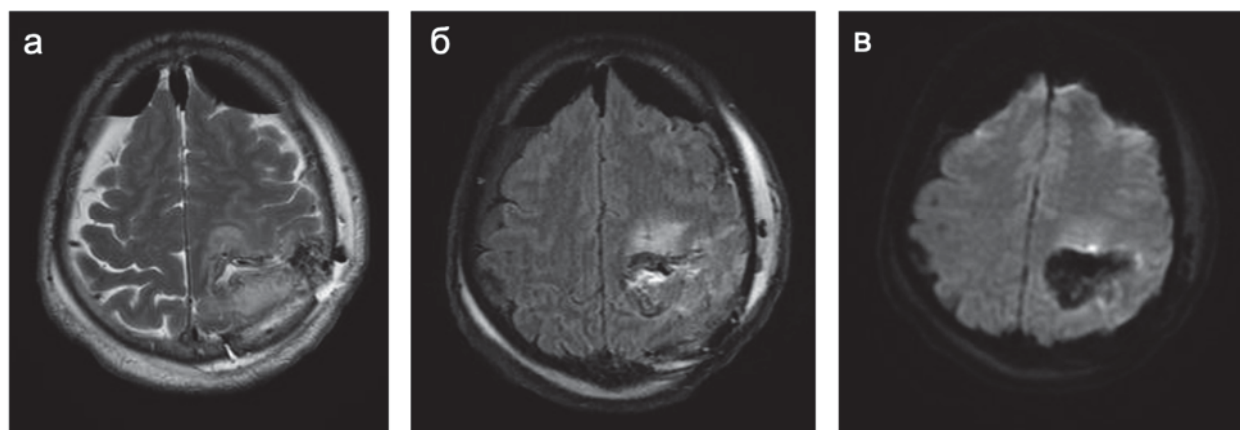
МРТ на следующие сутки после операции у пациента после микрохирургического удаления анапластической олигодендроглиомы левой теменной доли, аксиальные проекции. а – T2; б – T2-FLAIR; в – DWI.
